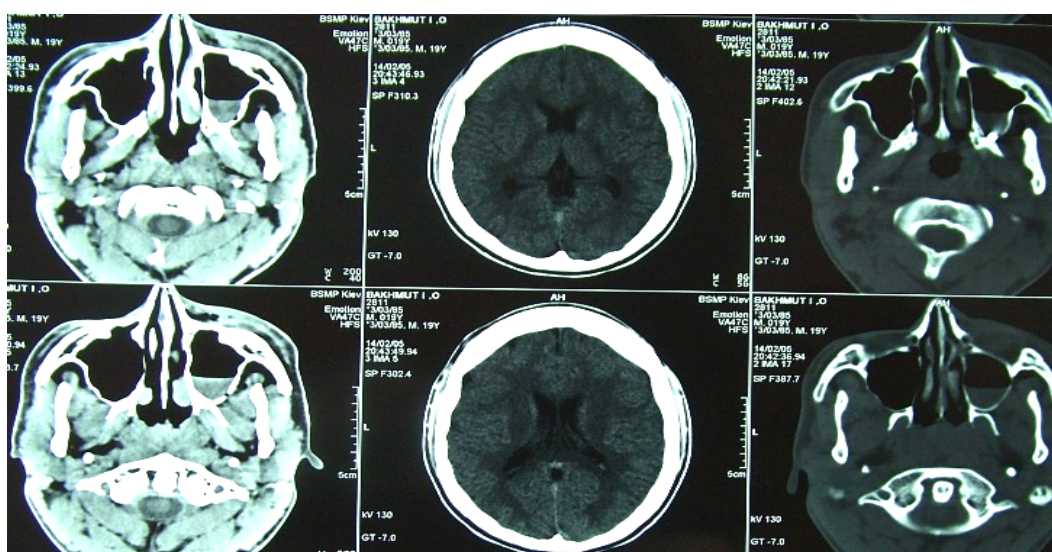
На КТ в аксиальной проекции имеется уровень жидкости в правой верхнечелюстной пазухи.
